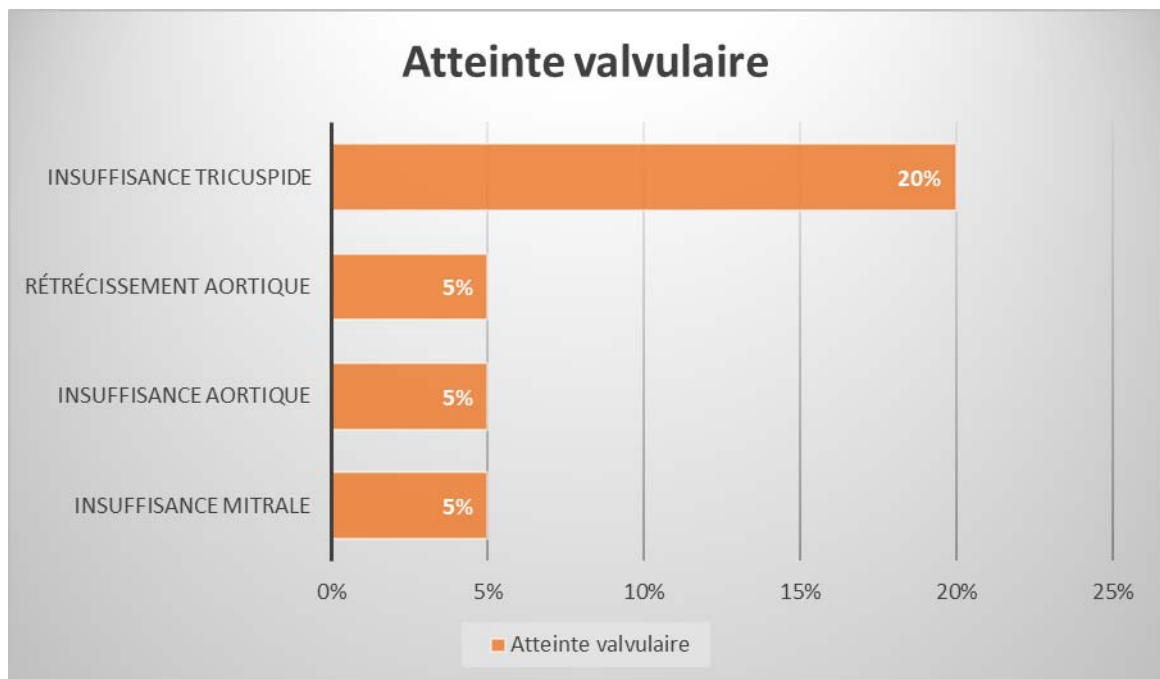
Répartition de l'atteinte valvulaire retrouvée à l'échocardiographie transthoracique.
